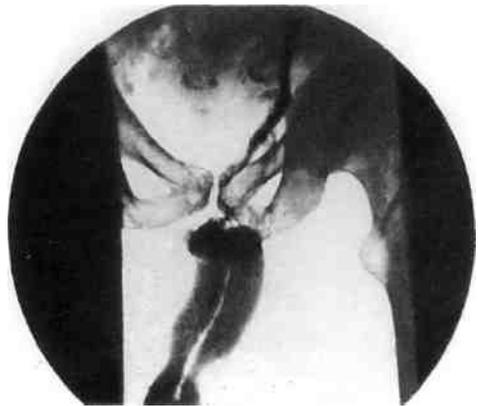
Кавернозограмма. Патологический венозный дренаж, проксимальная форма. Эрекция установлена при скорости инфузии 340 мл/мин.
